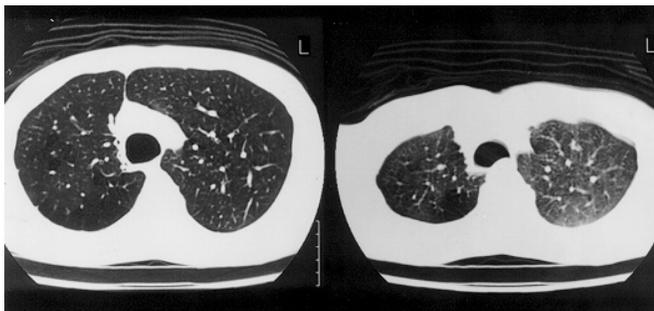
Tomografia computadorizada de tórax durante inspiração (imagem à esquerda) e expiração (imagem à direita), mostrando alargamento traqueal e colapso na fase expiratória
